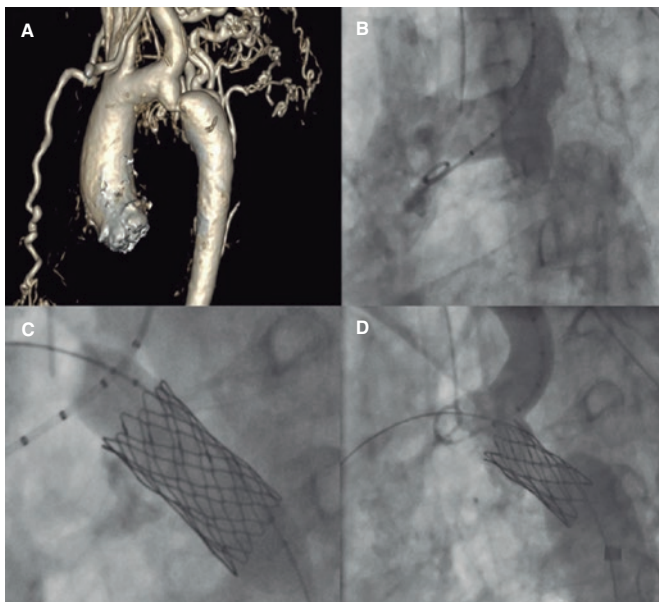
Tratamiento exitoso de una coartación aórtica en un adulto. A: tomografía computarizada con resultado de coartación aórtica. B: angiografía que confirma la presencia de coartación aórtica. C: angioplastia con balón e implante de *stent*. D: resultado fluoroscópico final tras implante de *stent*.
